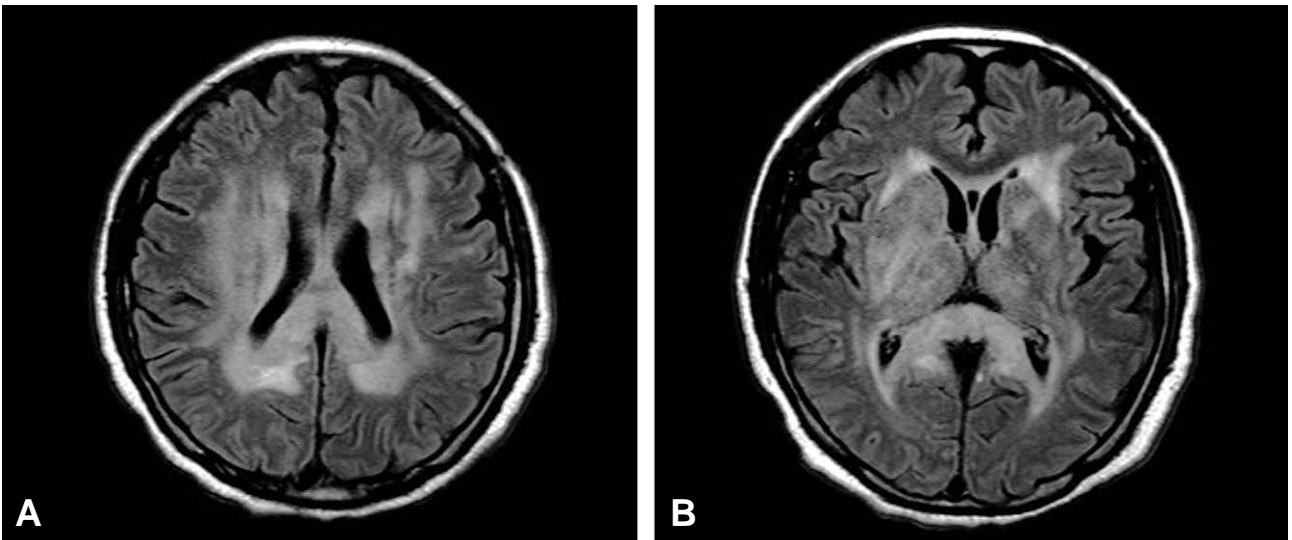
(A), (B) MRI images of T2 high signal intensity lesion that involve both cerebral white matter, basal ganglia, thalamus, corpus callosum and right mid brain.
